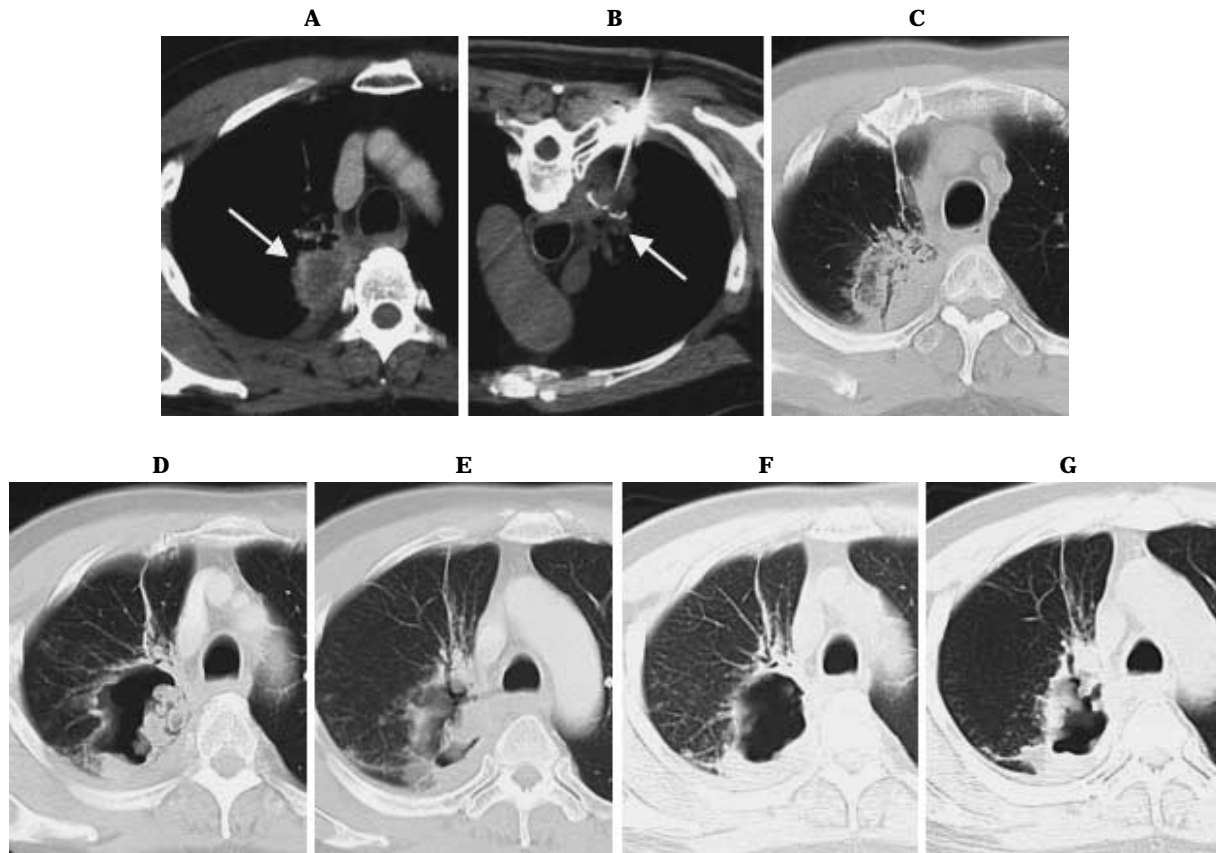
A. Axial CT scan on admission shows a metastatic tumor in the right upper lobe. B. CT scan on April 18, 2005 shows the LeVeen needle electrode within the tumor. C. Chest CT scan 1 week after RFA shows increased density around the tumor. D. Follow-up CT obtained 1 month later shows a cavity formation in the area treated by RFA. E. CT shows the cavity that communicates with the right upper bronchus. F, G. CT scan on June 2, 2005 shows an increase in cavity size.
